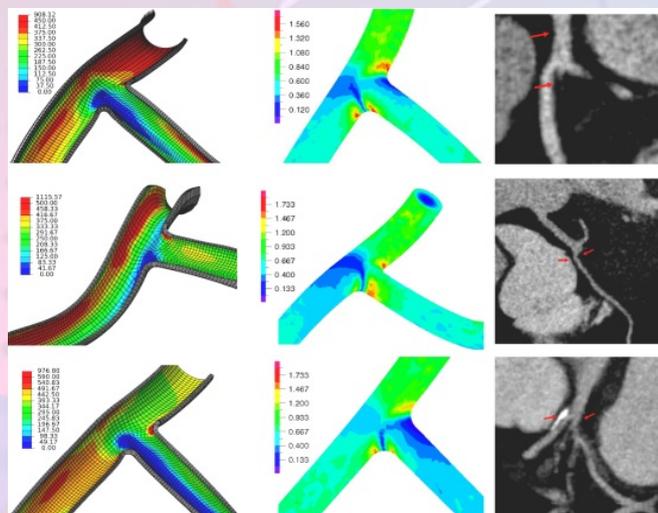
Col.1) Rigidité pariétale au sein de 3 bifurcations coronariennes. Col.2) Contraintes de cisaillement fluide. Col.3) Sites athéromateux (imagerie CT) [4].
